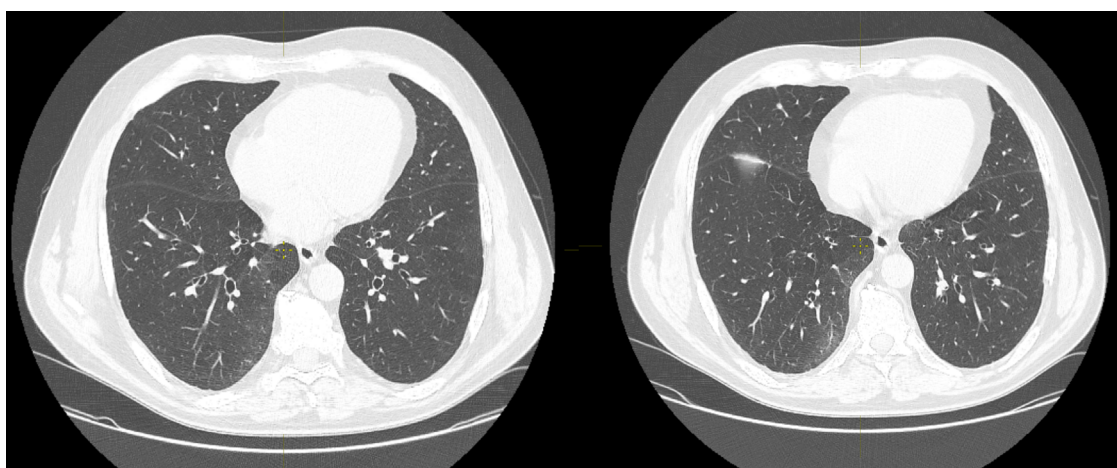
Компьютерная томография органов грудной клетки, выполненная в феврале 2024 г.
